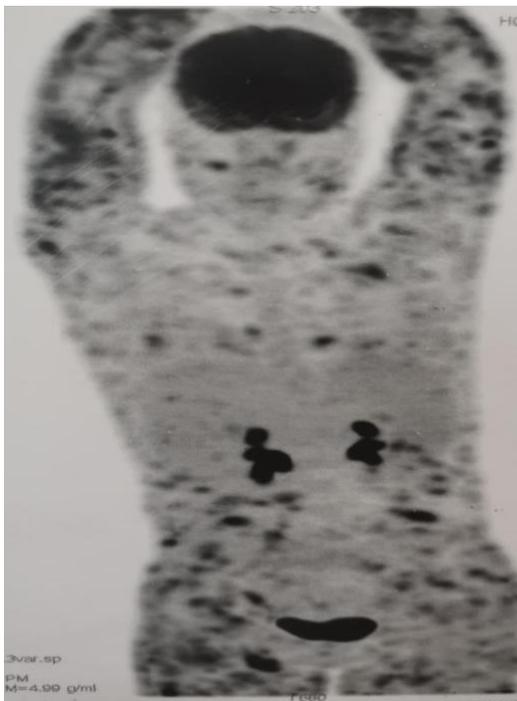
PET scan image showing diffuse hypermetabolic in the all body.
